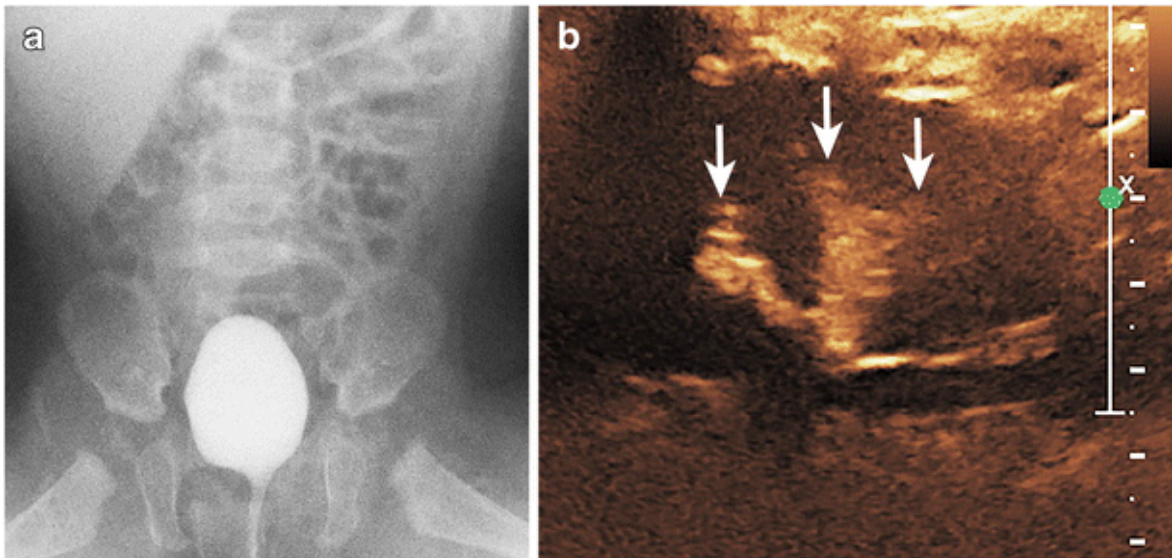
Vesikoureteraler Reflux im MZU und CEUS. Im MZU zeigt sich kein Reflux (Bild a). In der ceVUS hingegen zeigt sich der Reflux durch Detektion von Kontrastmittel im Nierenbecken und Nierenkelch (Bild b). Quelle: Modifiziert nach Ntoulia A, Back SJ, Shellikeri S et al. Contrast-enhanced voiding urosonography (ceVUS) with the intravesical administration of the ultrasound contrast agent Optison for vesicoureteral reflux detection in children: a prospective clinical trial. *Pediatr Radiol* 2018; 48: 216-226
